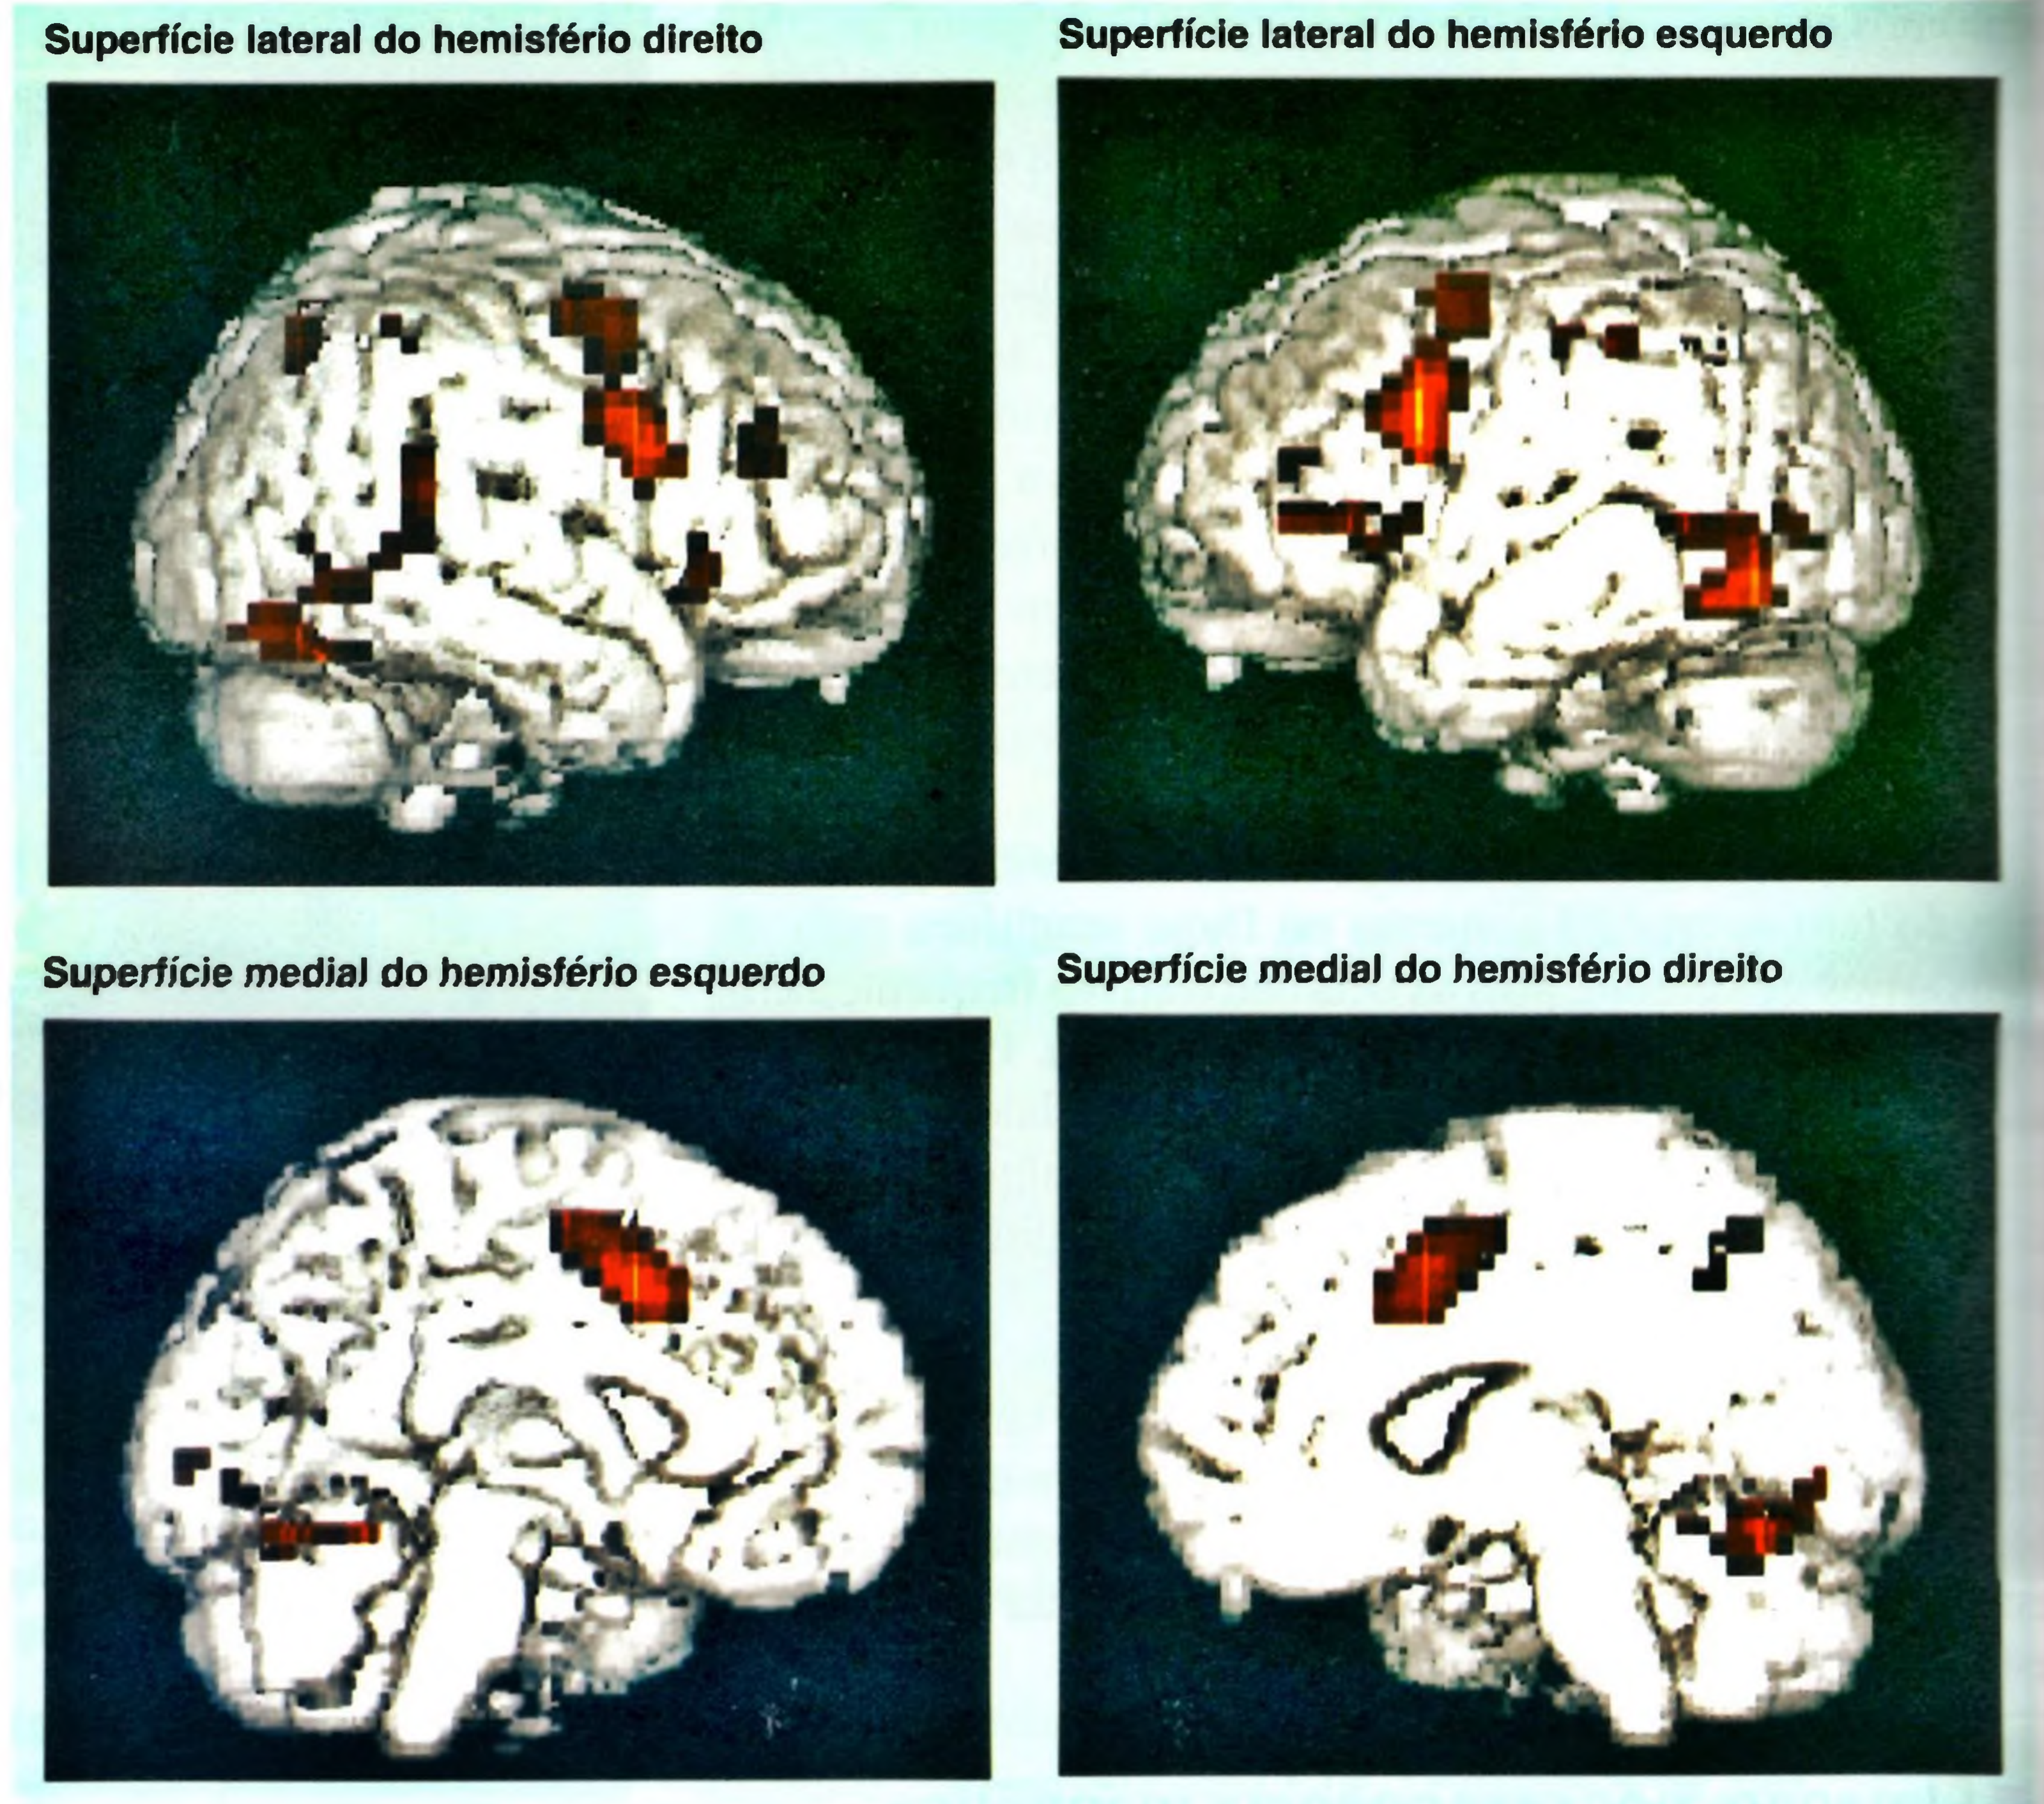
Imagens de ressonância magnética funcional (RMf). Estas imagens ilustram as áreas do córtex mais ativas quando os indivíduos observaram linhas de letras e especificavam quais formavam palavras. Na condição de controle, os sujeitos examinaram linhas de asteriscos (Liddle e cols., no prelo). Estas RMf ilustram a atividade superficial. Porém, imagens de secções do cérebro também podem ser apresentadas. (Cortesia de Kent Kiehl e Peter Liddle, Departamento de Psiquiatria, Universidade de British Columbia.)
